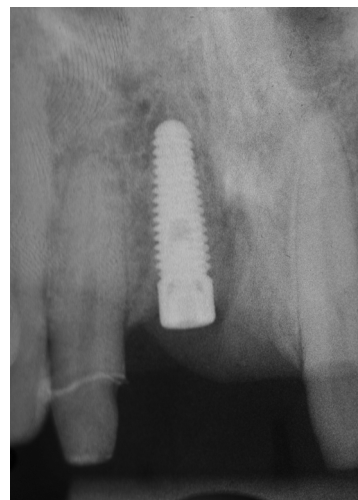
Radiografía periapical de control del implante después de 3 meses.
